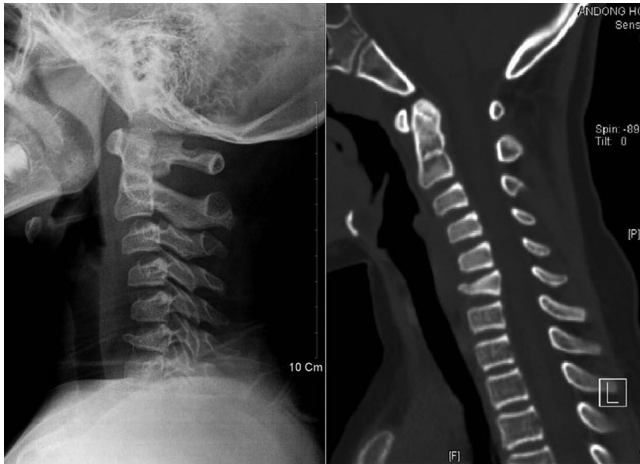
Plain radiograph and CT scan show wedging compression of C6 without retro-pulsion of bony fragment and mild kyphotic angulation of cervical curve. Spinal canal is relatively preserved.
